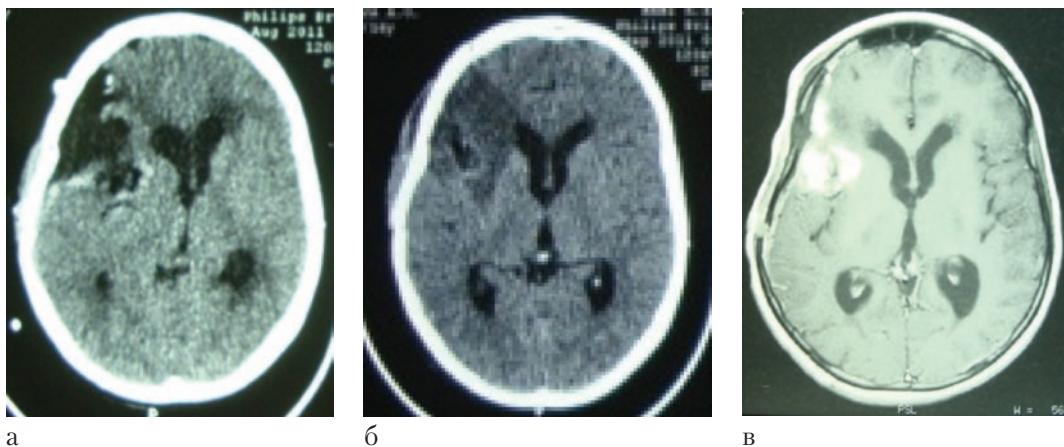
Спиральная компьютерная томограмма с контрастированием и магнитно-резонансная томограмма пациентки с контрастированием в динамике.
